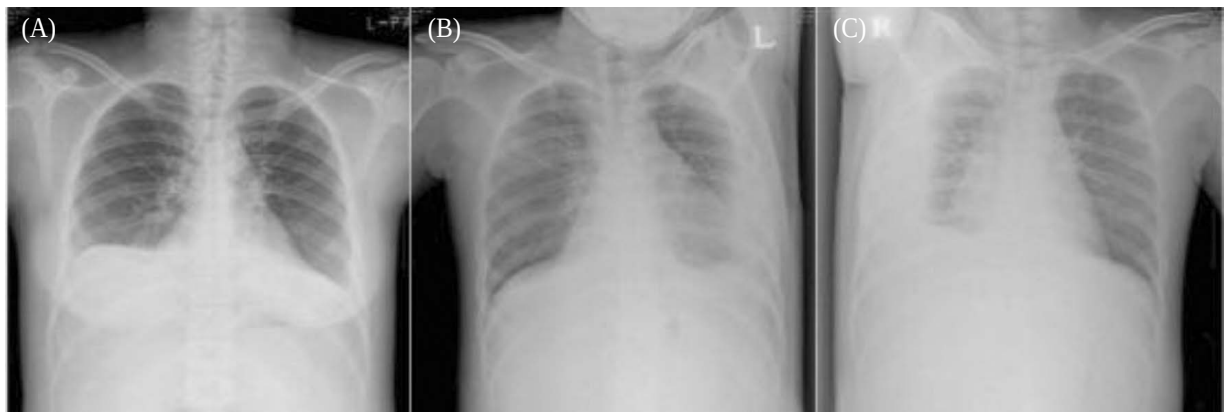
Chest X-ray on 7th day of admission. Chest X-ray shows more increased bilateral pleural effusion on 7th day of admission. A) Chest PA, B) Left decubitus, C) Right decubitus
